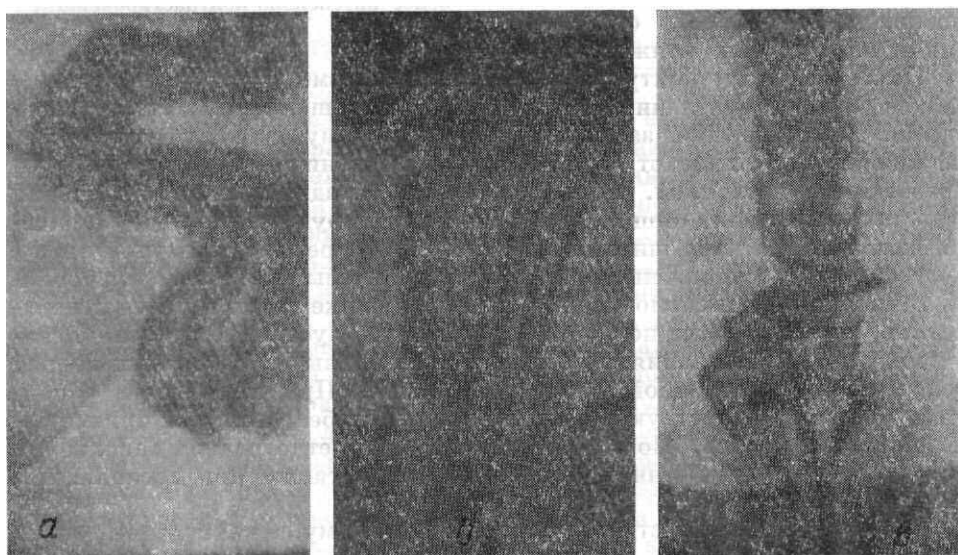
Рентгенограмма прямой кишки в прямой передней проекции. Варианты складок слизистой оболочки прямой кишки: а — извитые, б — продольные, в — поперечные.
